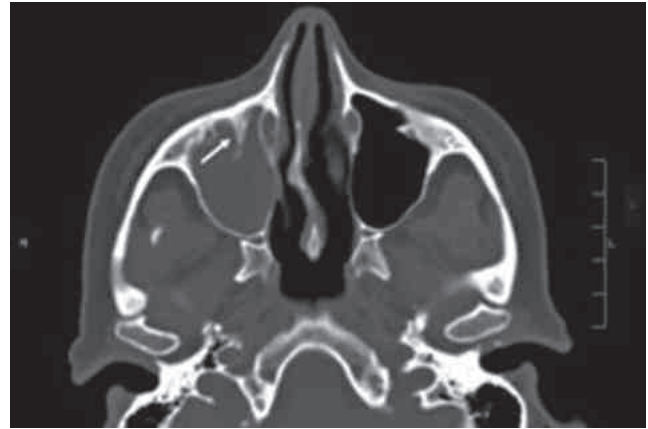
Esta tomografía axial computarizada (TC) muestra el punto de fijación de un papiloma invertido (flecha blanca), al que se puede acceder fácilmente mediante un abordaje sublabial (Caldwell-Luc).
